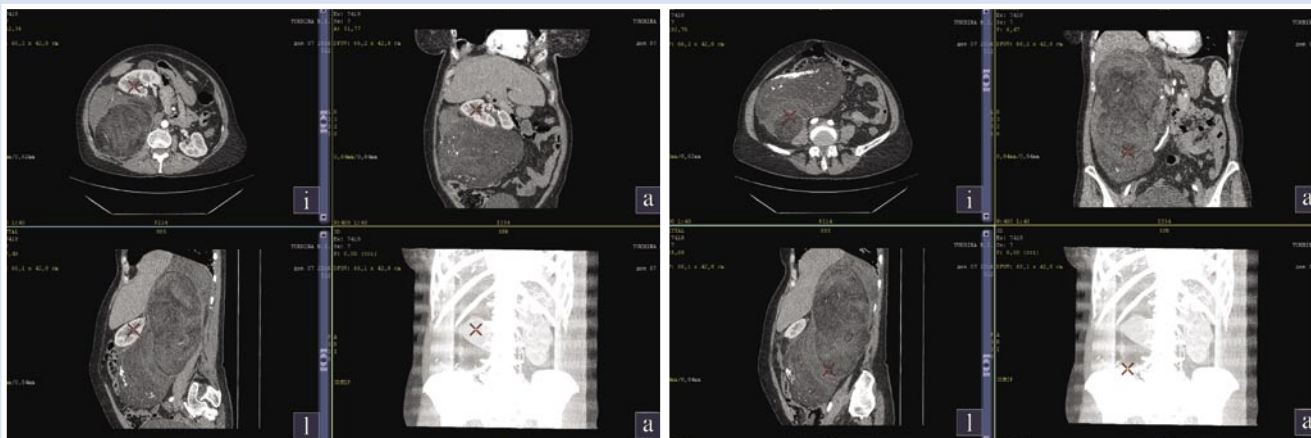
КТ органов брюшной полости: объемное образование в забрюшинном пространстве, смещающее органы брюшной полости
